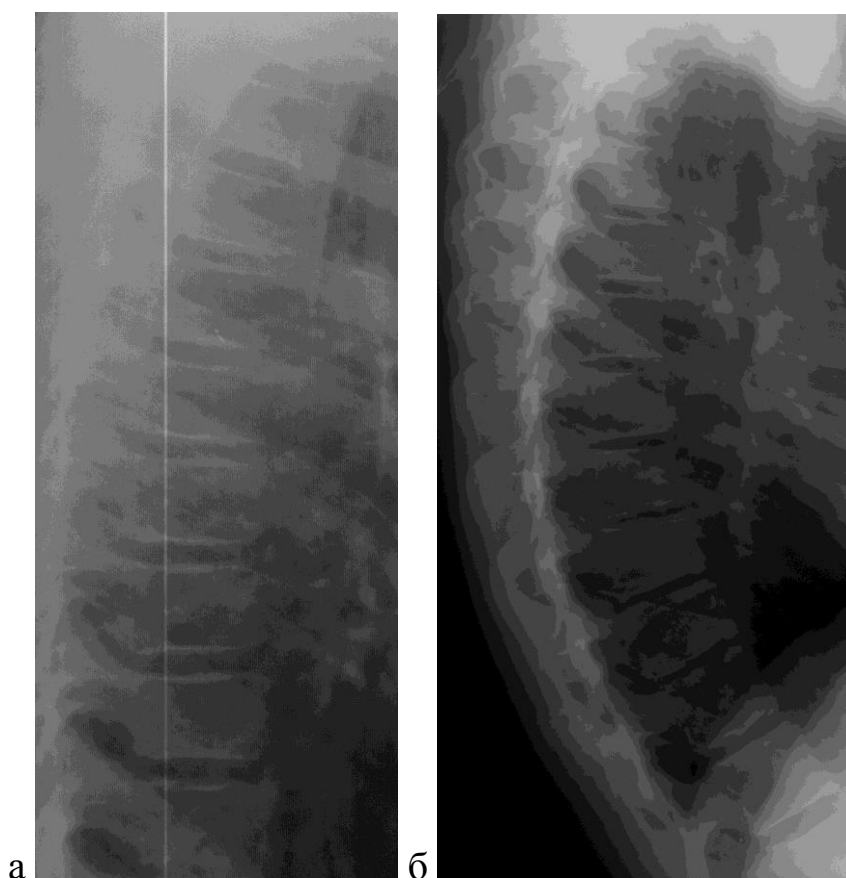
Рентгеновский снимок позвоночника ребенка (а) и взрослого (б) в боковой проекции. Апофизы позвонков у ребенка не оссифицированы
